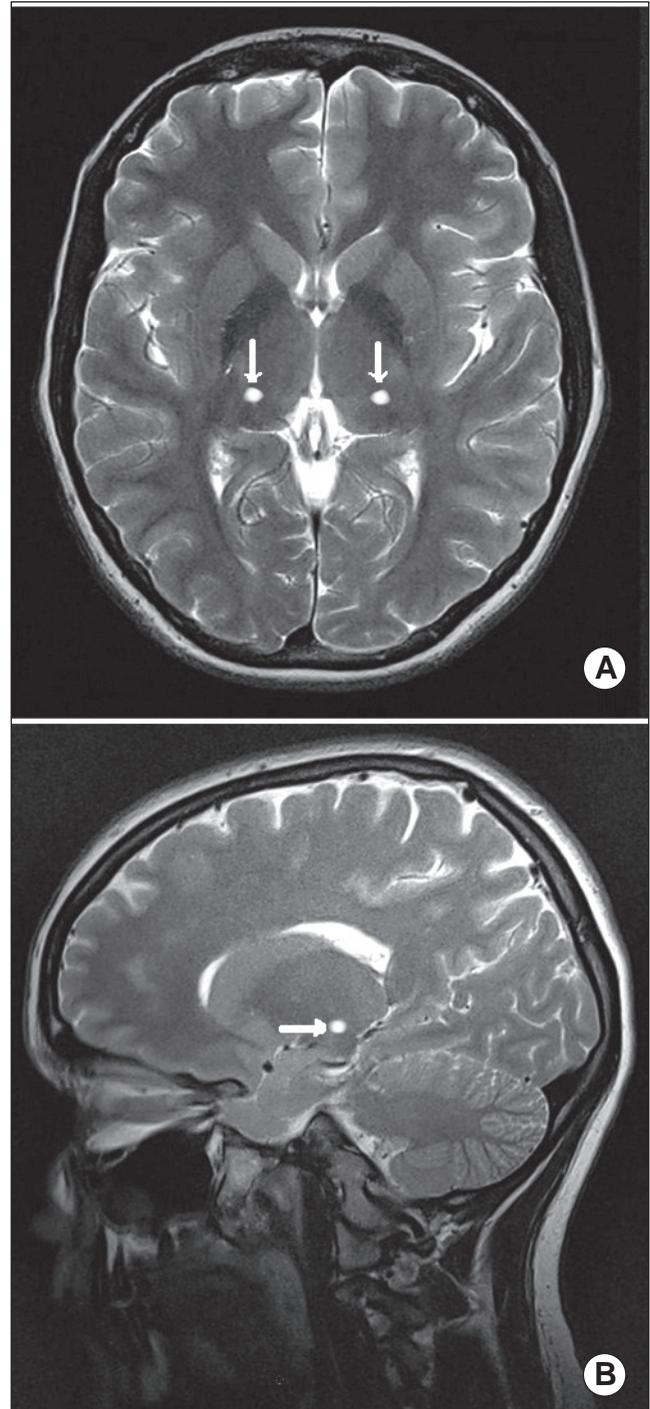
Localización del VMpo corte axial (A) y sagital (B) en imágenes de secuencia T2 de resonancia magnética.
